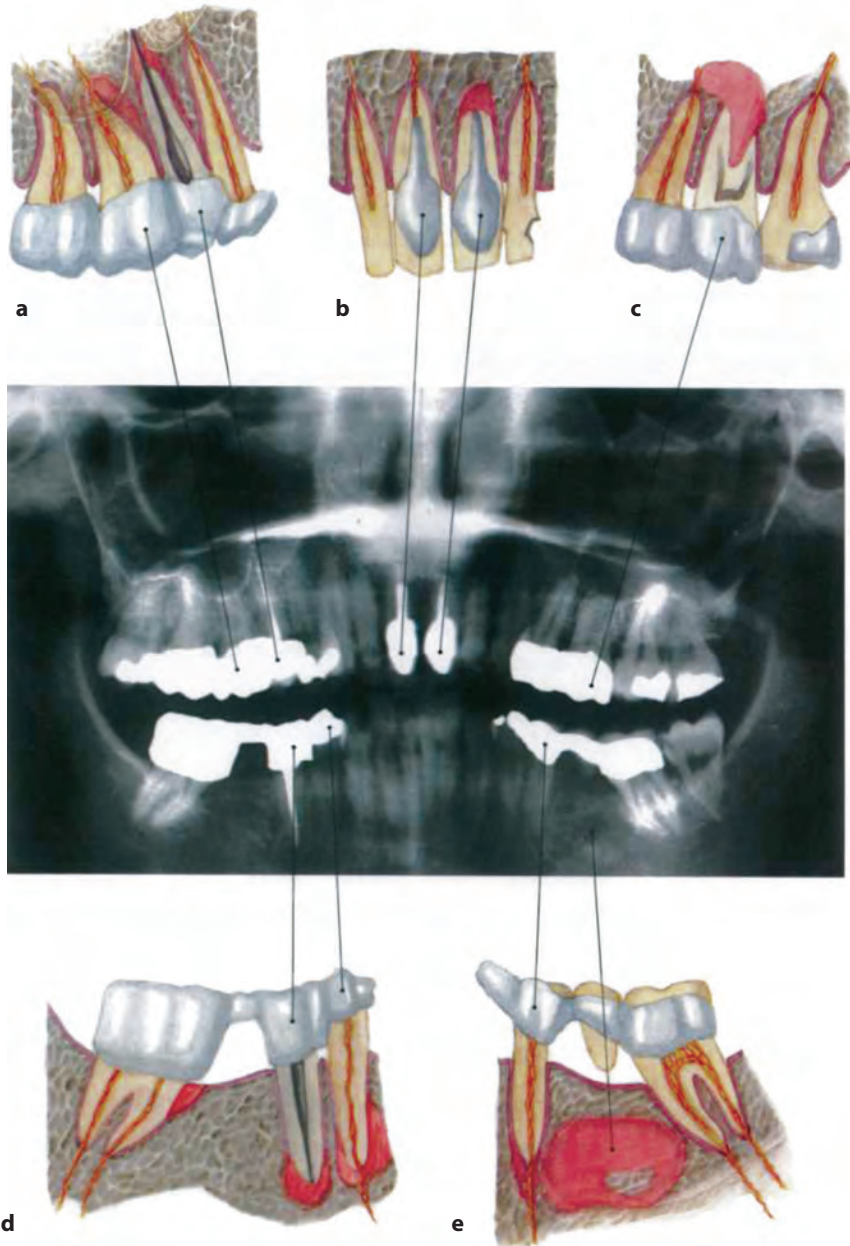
Панорамная рентгенограмма зубов пациентки 1958 г. рождения. (а) Область 17–14: запломбированный корень зуба 15 с периапикальным остеоитом и сопутствующим воспалением дна верхнечелюстной пазухи, остеоит в области корня зуба 16. (б) Область 11 и 21–22: неполное пломбирование корня зуба 11, без выраженной реакции альвеолярной области, пломбирование зуба 12 с последующим удалением корня и остеоитом. (с) Область 24–26: коронки и двухопорный мостовидный протез на зубах 24 и 25, периапикальный остеоит зуба 25 с поражением дна верхнечелюстной пазухи. (d) Область 47–44: мостовидный протез с четырьмя опорами, леченый корень зуба 45, прикорневой остеоит зубов 45 и 44, краевой периодонтит зуба 47. (е) Область 35–37: околоверхушечный остеоит зуба 35, остаточный остеоит альвеолярной зоны.
